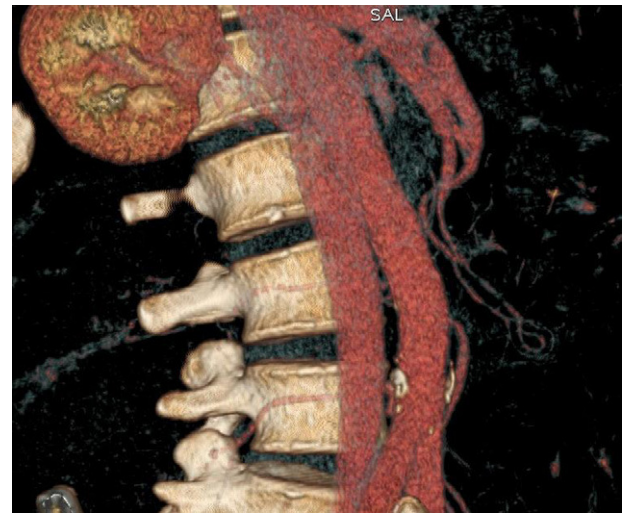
Disección de la arteria mesentérica superior (AMS) en el paciente 2 (corte coronal de la tomografía axial computarizada). En esta imagen puede apreciarse además la relación anatómica de la AMS con el páncreas, órgano que cruza por delante de la porción superior de dicha arteria.
